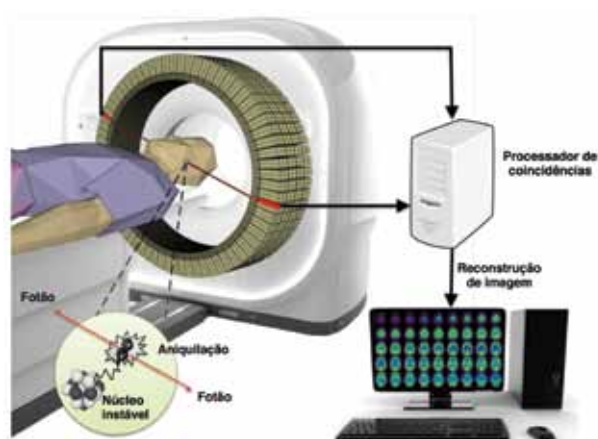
Ilustração do princípio de Tomografia de Emissão de Positrões.
